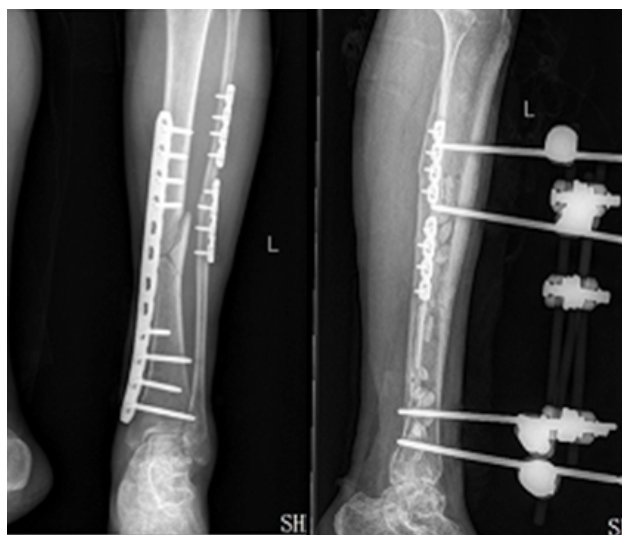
典型患者左胫腓骨感染术后植入抗菌药物链珠后X平片
